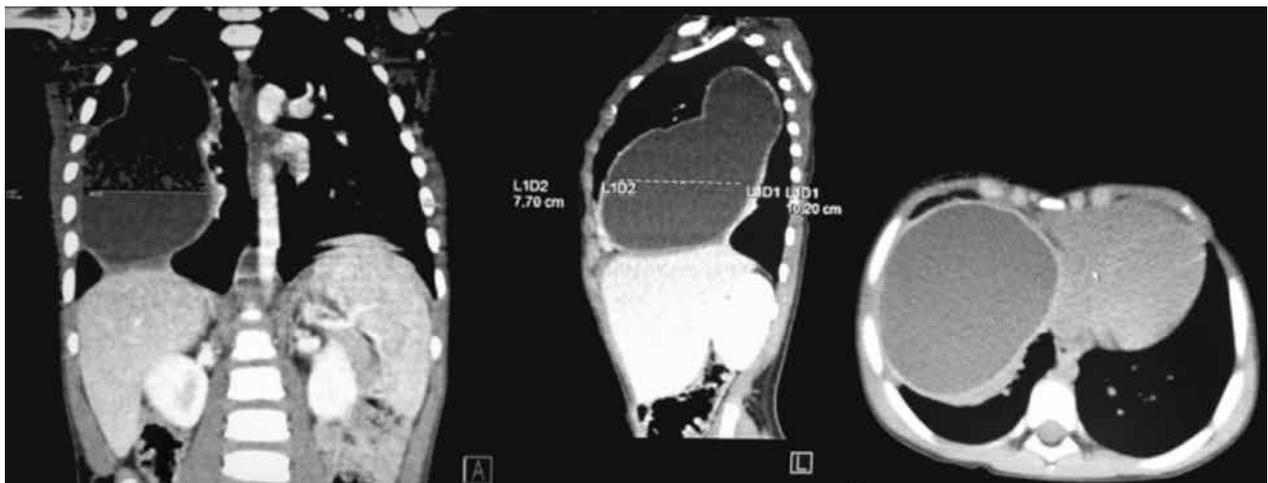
TC tórax: quiste hidatídico pulmonar gigante.
